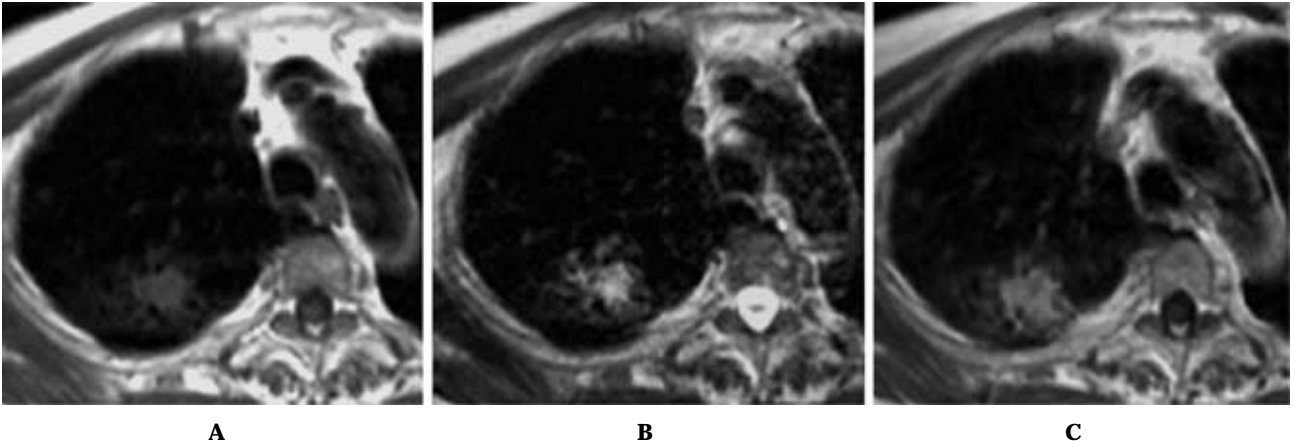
67-year-old female with adenocarcinoma in the right upper lobe. A. On T1-weighted image, solitary pulmonary nodule (SPN) shows low signal intensity. B. On T2-weighted image, SPN demonstrates high signal intensity. C. On contrast-enhanced T1-weighted image, SPN shows homogeneous enhancement. (Ohno Y, Sugimura K, Hatabu H. MR imaging of lung cancer. *Eur J Radiol.* 2002;44:172-181 より許可を得て転載)
